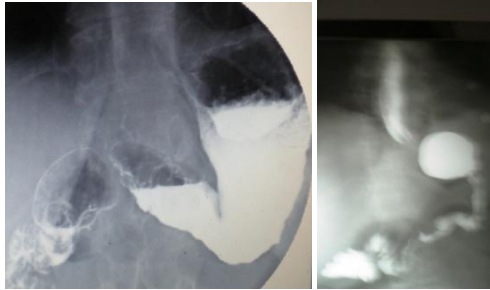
Radiografía. Pre y post re-gastrectomía
